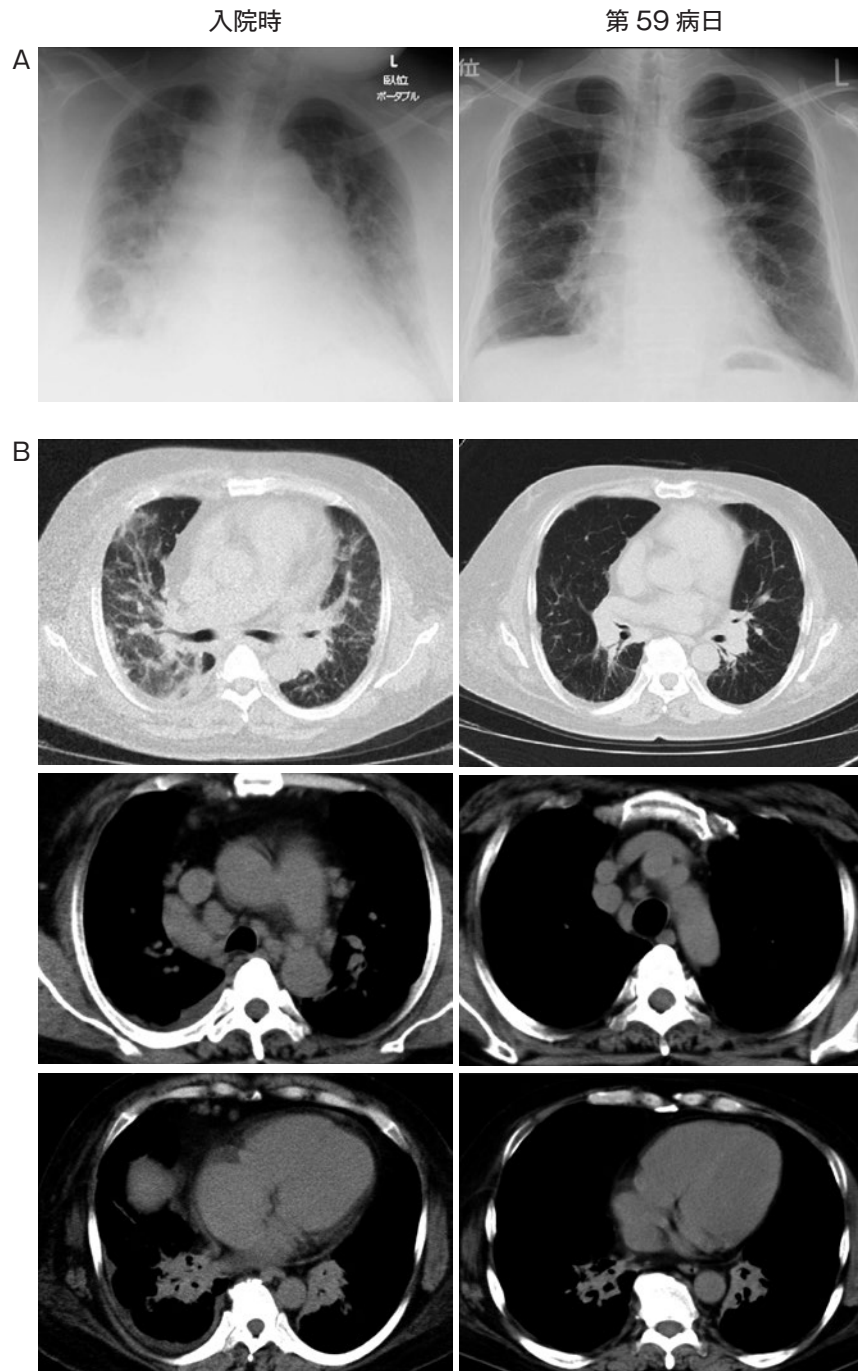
入院時の胸部単純X線写真 (A, 左) では両側下肺野に透過性低下を認め、胸部単純CT (B, 左) では著明な肺門部および縦隔リンパ節腫脹とそれに伴う気管支の狭小化、肺野のびまん性小粒状影、両肺動脈拡張を認めるが、第59病日の胸部単純X線写真 (A, 右) および胸部単純CT (B, 右) ではいずれの所見も改善傾向である。
